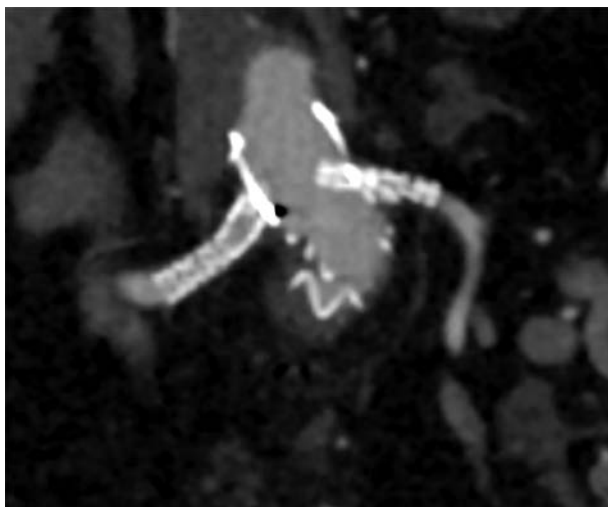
Контрольная МСКТ. Эндопротезирование по технике «печной трубы». Визуализируются стент-графты почечных артерий, корона и тело стент-графта аорты
